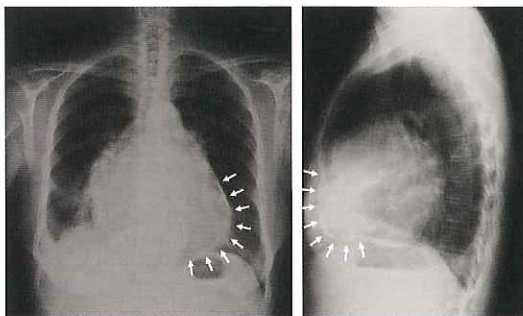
心膜炎石灰化の胸部X線所見 (矢印:心膜炎石灰化)
